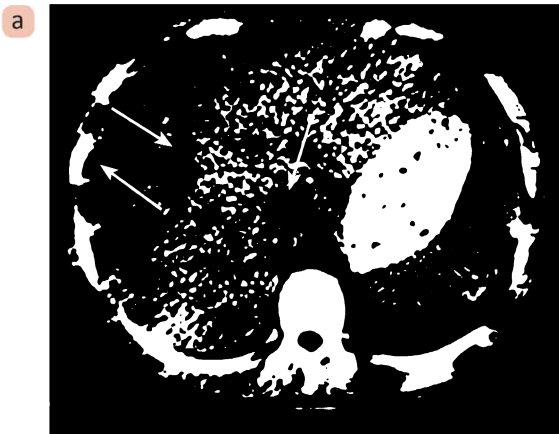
а – КТ; б – УЗД. Множинні абсцеси печінки (стрілки)
